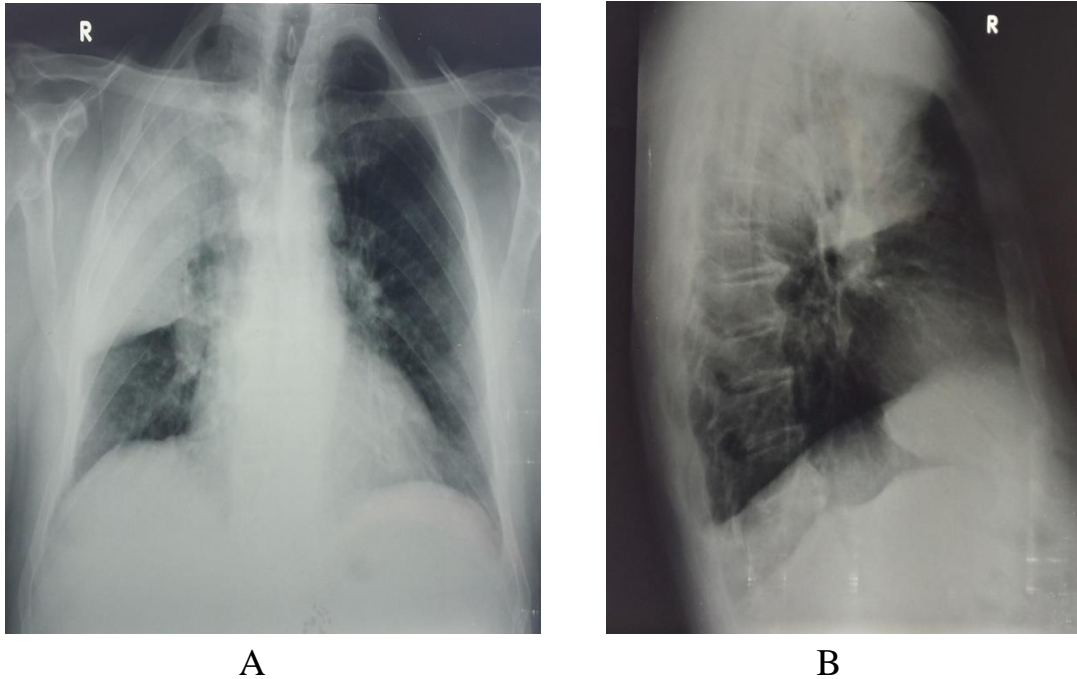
Radiografia toracelui pacientului X., 74 ani, în ziua internării
